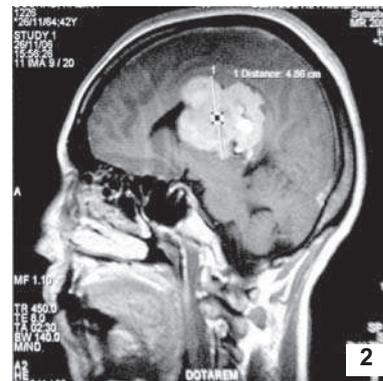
IRM. Séquence T1 avec injection du gadolinium en coupe sagittale : méningiome du carrefour ventriculaire.
